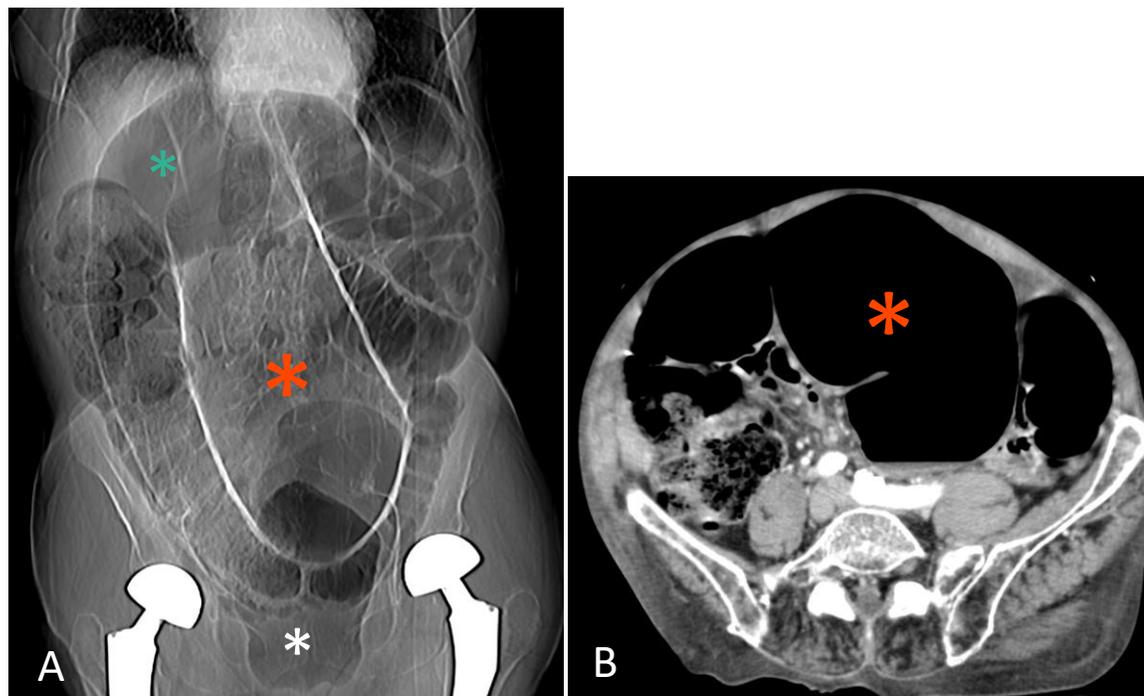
Topograma (A) e imagem axial (B) de TC mostrando o aspecto característico de um volvo de sigmoide. A grande dilatação do sigmoide (asterisco vermelho) não apresenta haustrações, e a extremidade inferior aponta para a pelve. Não há gás retal (asterisco branco). Pode-se observar o sinal de sobreposição do fígado, ou seja, o volvo de sigmoide ascende para o quadrante superior direito e se projeta sobre o fígado (asterisco verde). Há grande dilatação do intestino grosso em virtude da obstrução. Caso cortesia de Pierre Alexandre Poletti, MD, Geneva University Hospitals.
